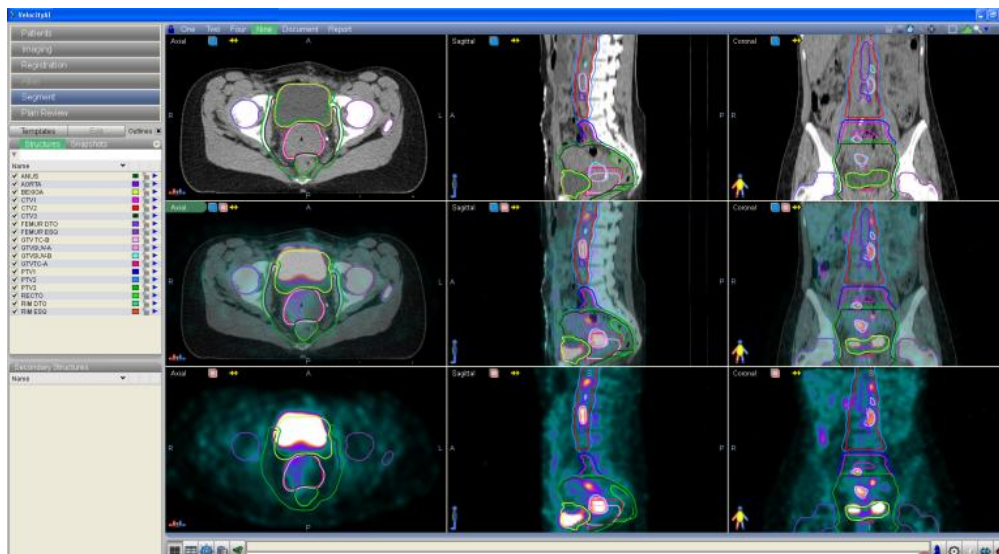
Delineamento de volumes no carcinoma do colo do útero, usando fusão TC-PET/TC. De notar que estão delineados volume-alvo e volumes de órgãos de risco em TC de planeamento (1ª linha), em PET (3ª linha) e em imagem resultante da fusão da TC de planeamento com PET (2ª linha). (*software Velocity AI®*), IPOC, 2012
